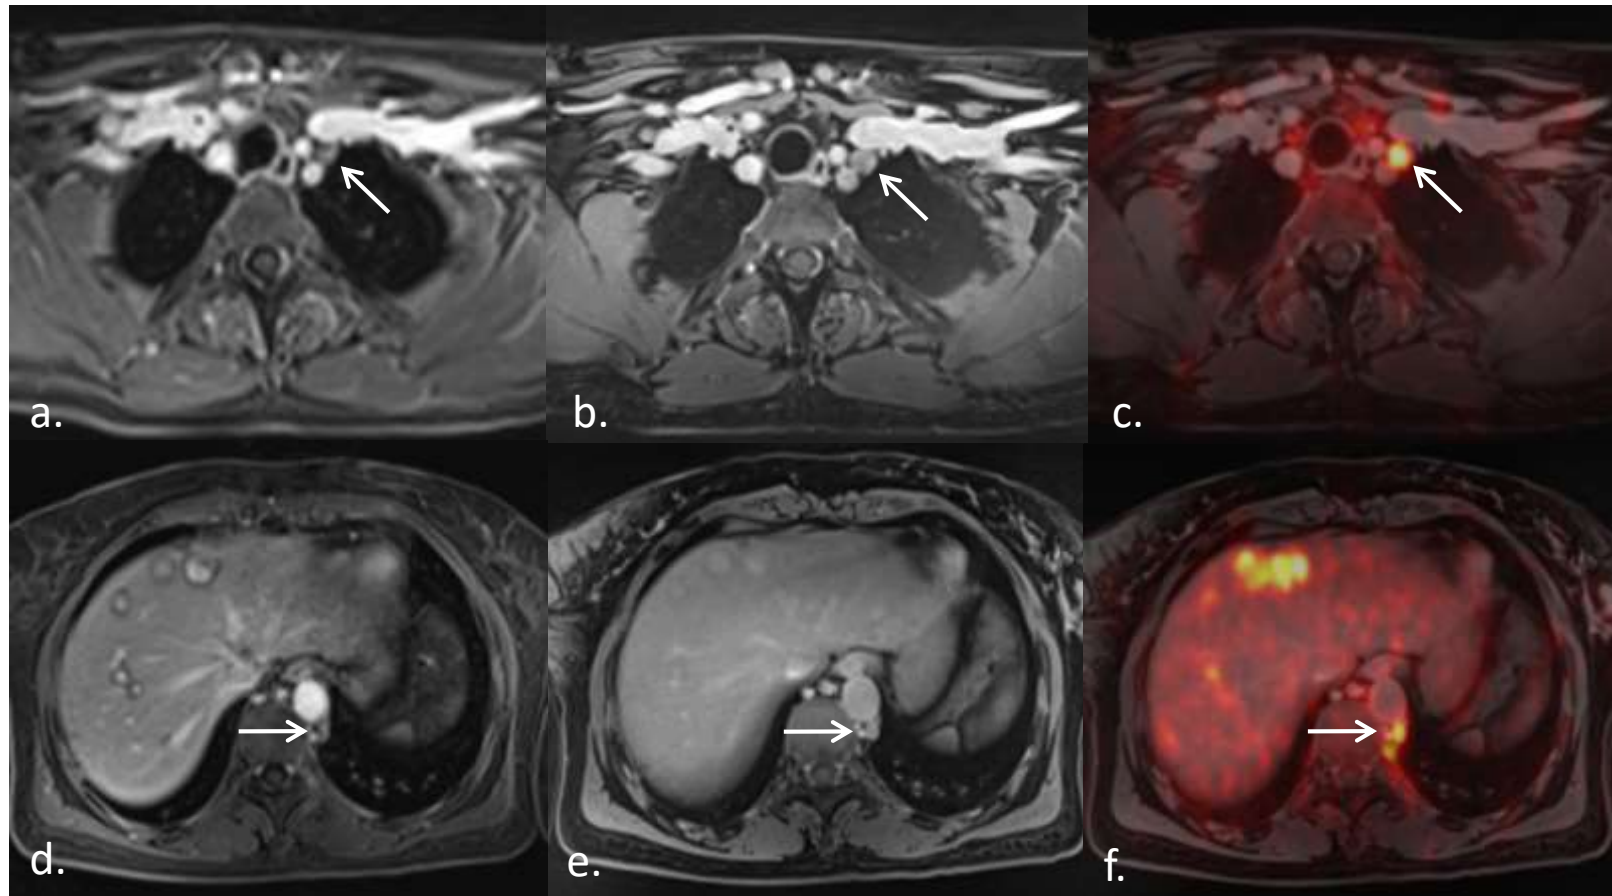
A 49-year-old patient with liver metastases from Neuro-Endocrine Tumor. A left sub clavicular lymph node was not visible on Vibe (a) and clearly defined on StarVIBE (b). A second lymph node, near aorta was also not visualized on Vibe (d) and identified on StarVIBE (e). Involvement was confirmed with F-DOPA PET (c and f).
